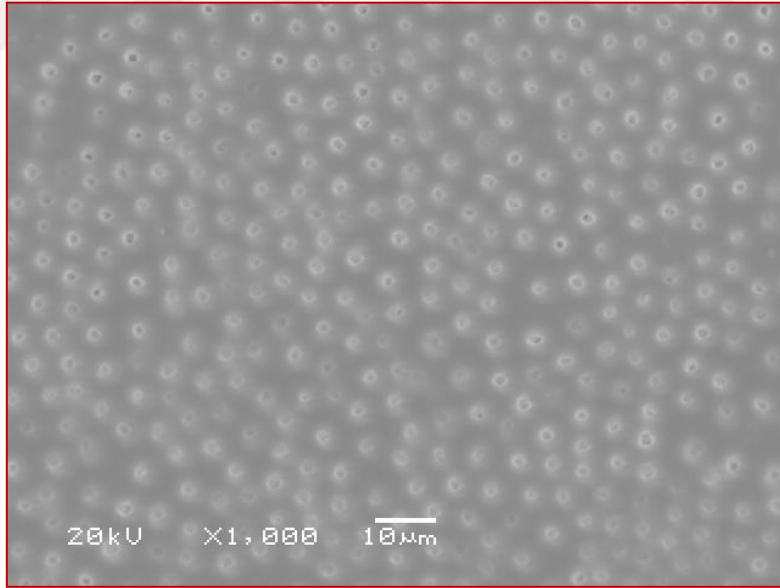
Son irrigasyonda SmearOFF solüsyonunun Pasif Ultrasonik Aktivasyon tekniği ile kullanılması sonucu kök kanal dentinin koronal üçte birlik bölgesine ait SEM görüntüsü (x1000 büyütme)
